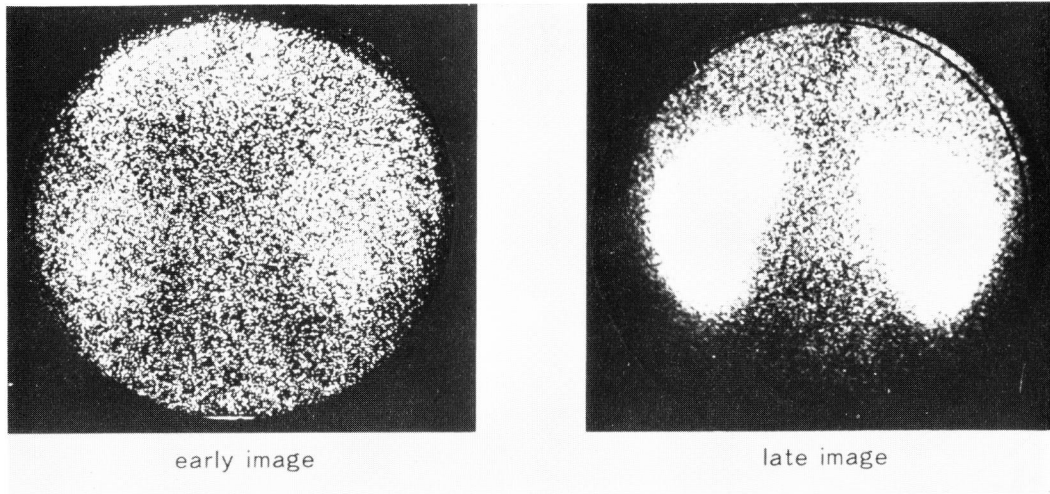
^{99m}Tc -DMSA renal scintigram. Renal bleeding (Type I).
